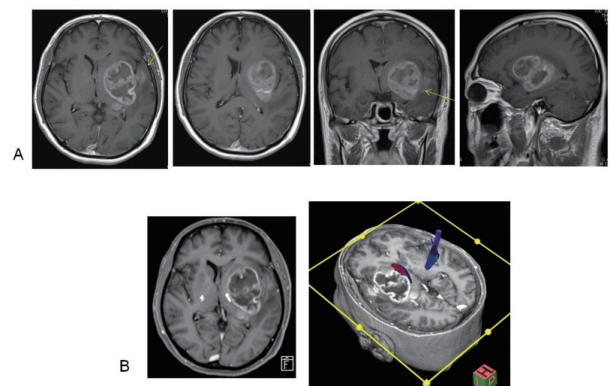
Case 4: 60 M left basal ganglia GBM. Preoperative Gd-MRI and tractography of the pyramidal tract.
